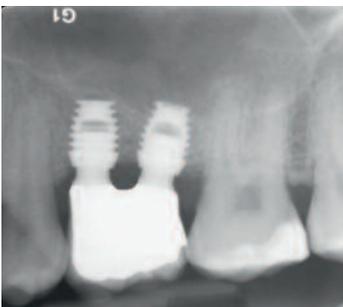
Das Abschlussröntgenbild
